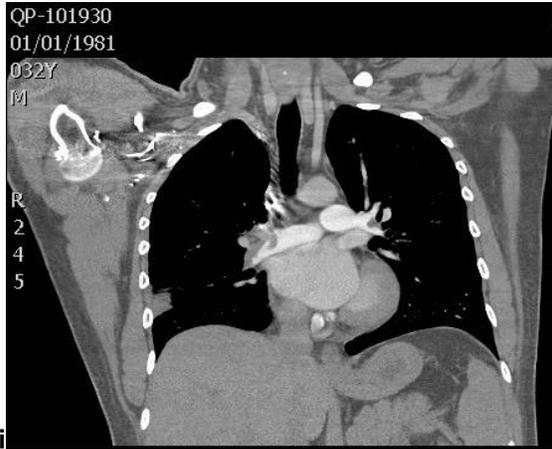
Paciente femenino de 34 años que acude al hospital con disnea, se le aplicó la Escala Revisada de Ginebra categorizando a la paciente con baja probabilidad clínica de TEP, sin embargo tras la realización de la Angiotomografía Pulmonar Multicorte se diagnosticó la presencia de un trombo agudo en tercio distal de la arteria pulmonar principal derecha.
